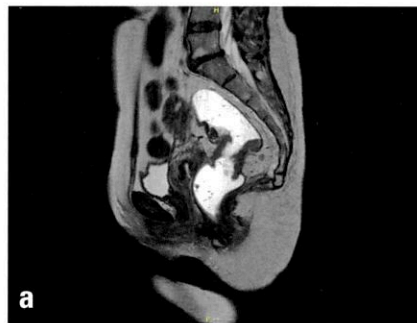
Magnetresonanztomographie des Beckens (sagittale und axiale Ebene) nach neoadjuvanter Radiochemotherapie: deutliche Regression des Rektumkarzinoms
